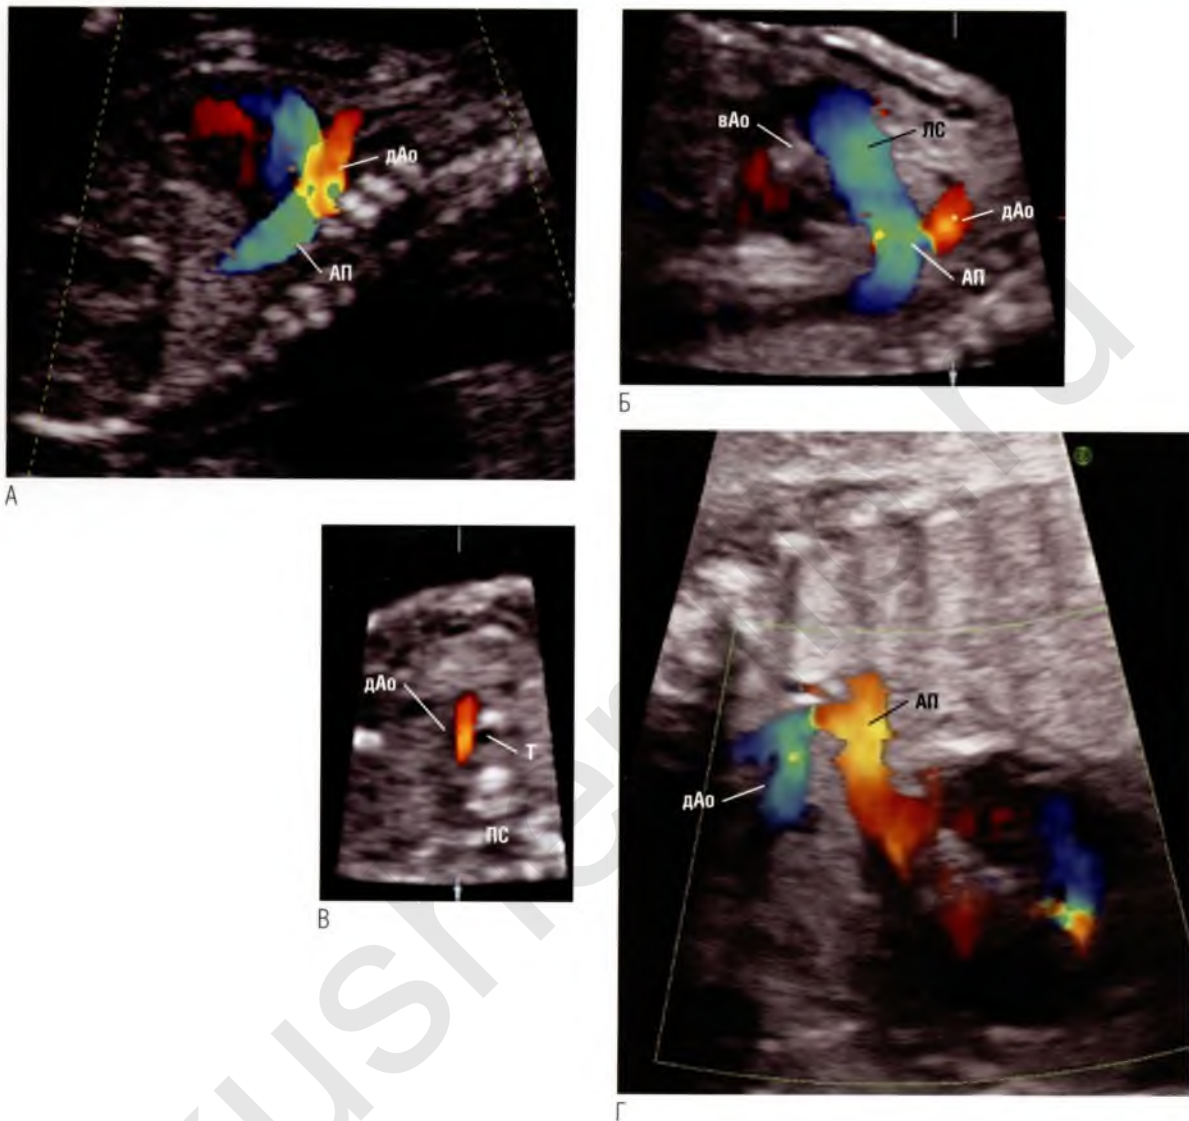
(А) Плод с атрезией аорты. Срез в сагиттальной плоскости иллюстрирует антеградный кровоток в артериальном протоке (АП), однако в сосуде, расположенном над протоком, т.е. в дуге аорты (дАо), регистрируется ретроградный кровоток. (Б, В) Два среза из серии параллельных томографических ультразвуковых срезов для трехмерной поверхностной реконструкции иллюстрируют дугу аорты по длинной оси (Б) и короткой оси (В). Точка ориентации позиционирована в просвете дуги аорты и визуализируется на каждом срезе. Ретроградный кровоток в дуге аорты определяется на обоих срезах. На срезе в сагиттальной плоскости (Б) определяется атрезия восходящего отдела аорты (вАо), который в норме должен быть расположен в центре основания сердца позади легочного ствола (ЛС). На срезе в поперечном сечении (В) трахея (Т) располагается клереди от позвоночного столба (ПС) и позади дуги аорты, которая имеет небольшой диаметр. (Г) Обычно дуга аорты располагается над артериальным протоком, однако у данного плода с синдромом гипоплазии левых отделов сердца и атрезией аорты ее дуга была смещена в грудной клетке немного кверху, поэтому визуализировать дугу аорты на срезе в поперечном сечении было довольно трудно. Срез по длинной оси дуги аорты наглядно демонстрирует взаимоотношения дуги аорты и протоковой дуги и подтверждает наличие ретроградного кровотока в дуге аорты.
